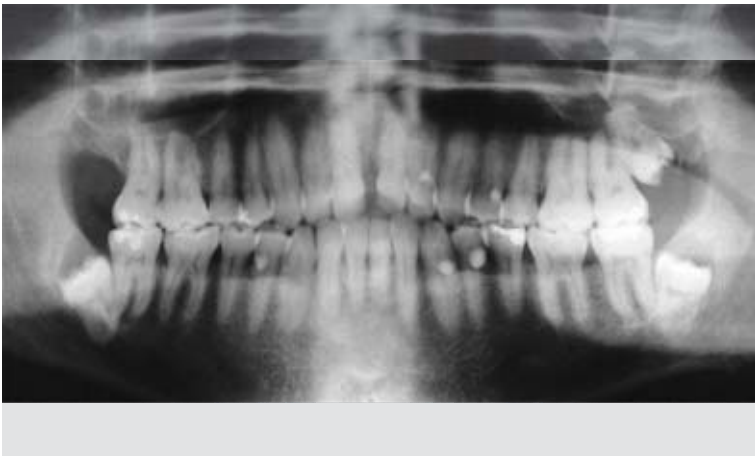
Orthopantomogramm vor Behandlungsbeginn: Die Weisheitszähne 28, 38 und 48 sind angelegt und verlagert, der Zahn 18 fehlt; durch das Diastema entstandene interdentale Knochendehiszenz.
